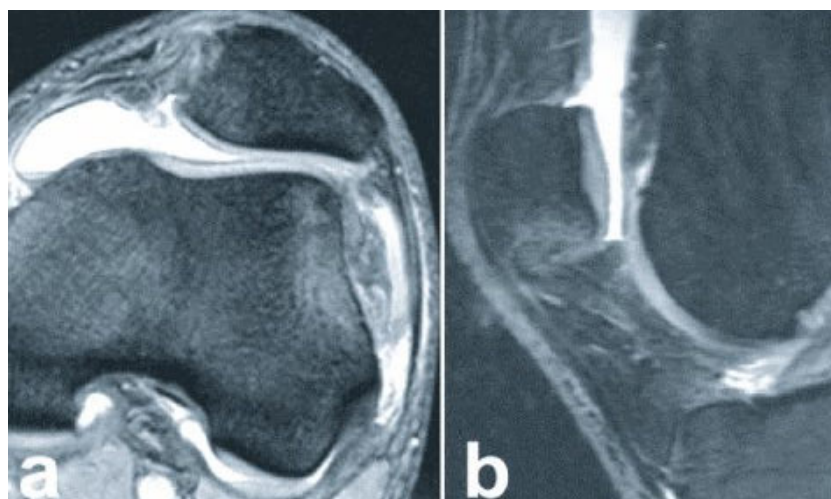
Avulsion des medialen patellotibialen Bandes vom mediokaudalen Patellapol nach einer Kniescheibenluxation. Neben einem Rupturbild finden sich, wie hier, oft auch knöcherne Avulsionen (a). Das mediale patellotibiale Band ist biomechanisch für die mediolaterale Stabilität der Kniescheibe wenig relevant. Die Verletzung des patellotibialen Bandes liegt weit unterhalb des MPFL-Ansatzes, welches im kranialen Drittel der medialen Patellakante ansetzt (b). Nach einer Kniescheibenluxation ist diese druckschmerzhafte Verletzung ein Zusatzbefund, der häufig neben der biomechanisch sehr relevanten MPFL-Ruptur direkt oder nahe am Femur zu finden ist. Ein solcher, häufiger MRT-Befund sollte nicht mit einer patellaren Ruptur des MPFL verwechselt werden. In experimentellen Studien wurde gezeigt, dass eine Refixierung des patellotibialen Bandes am patellaren Ansatz keinen stabilisierenden Effekt auf eine laterale Dislokation der Kniescheibe hat.
